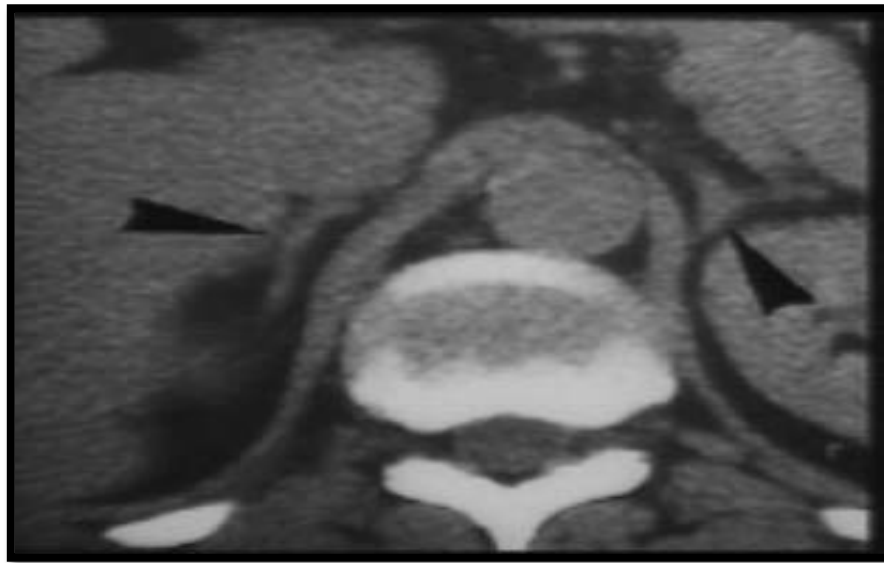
Coupe axiale TDM des surrénales : la glande a la forme d'un dièdre en forme de V inversé à gauche et d'Y inversé à droite, le bras latéral de la surrénale droite n'est pas dissociable du foie ,Image piège en TDM
